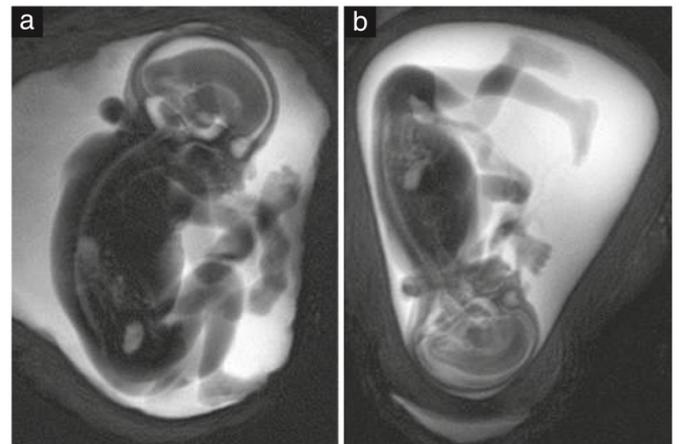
Secuencia de colangiopancreatografía por resonancia magnética (CPRM) (40 mm de espesor), en un feto de 24+4 semanas (a) y un Feto de 20 + 1 semana (b), permitiendo detectar proporciones y posiciones de manos y pies.
